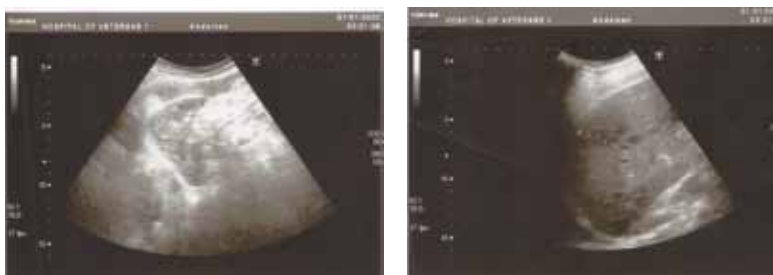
УЗИ органов брюшной полости
